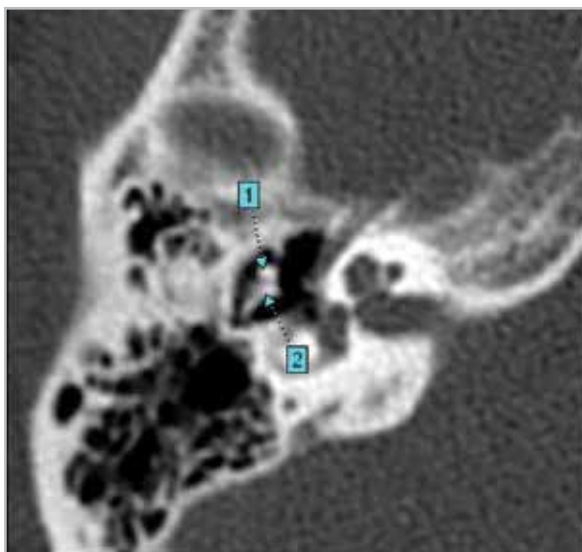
Мультиспиральная компьютерная томограмма, аксиальный срез: 1 – головка молоточка; 2 – тело наковальни в эпитимпануме формируют признак «рожек мороженого»
